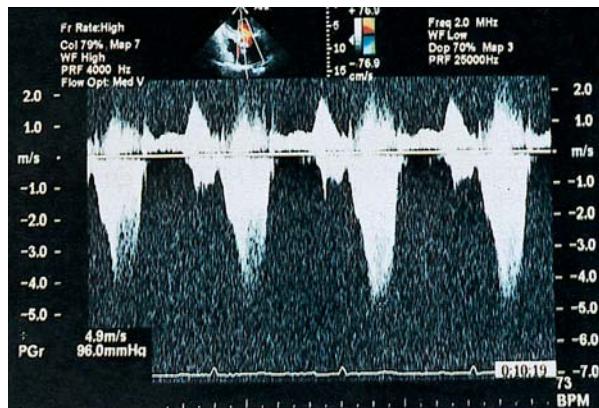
Ecocardiograma Doppler continuo. La obstrucción que provoca el movimiento sistólico anterior de la mitral en el tracto de salida del ventrículo izquierdo genera un gradiente dinámico de 96 mmHg.
